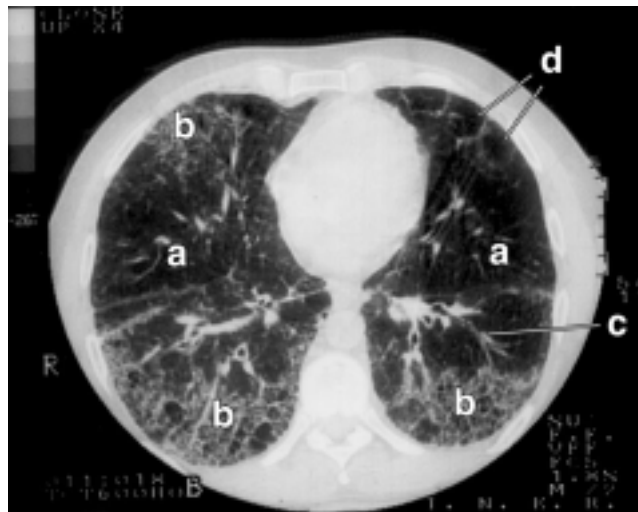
Tomografía axial computarizada de tórax con ventana para pulmón. Muestra imágenes en vidrio despolido en ambos hemitórax (a), fibrosis intersticial de predominio posterior, con afectación focal anterior derecha e imagen en panal de abeja (b). Engrosamiento de tabiques interlobulillares y bronquiectasias (c). Existen bulas subpleurales en la porción anterior izquierda (d).
